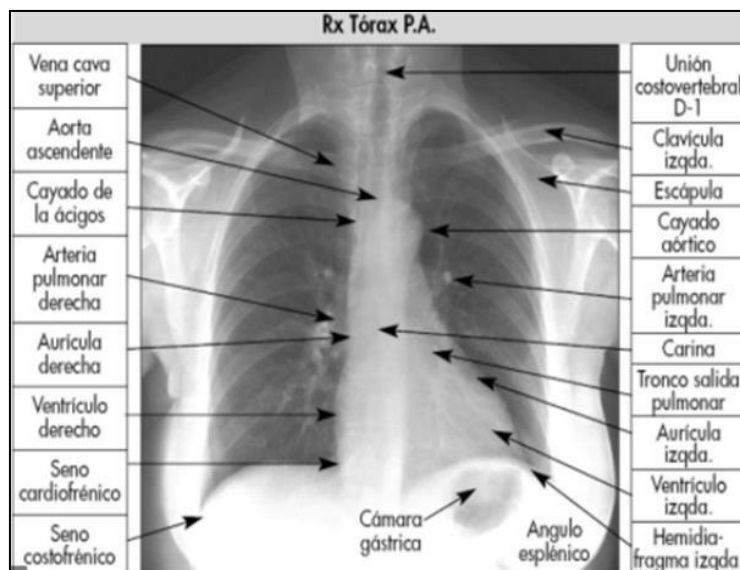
Radiografía tórax normal. Rx tórax PA. Yniguez, S. (2014). *SlidePlayer*
